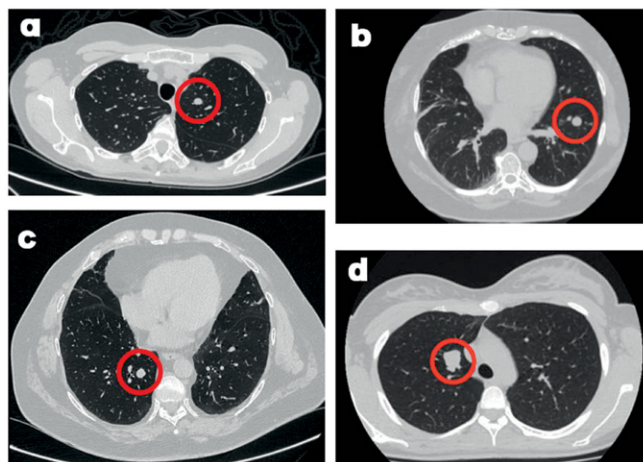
Схожие сканологические признаки у редких опухолей легких. КТ-сканы: типичный карциноид (а), ПЭКома (b), атипичный карциноид (с), воспалительная миофибробластическая опухоль (d). Новообразования отмечены красным кругом
